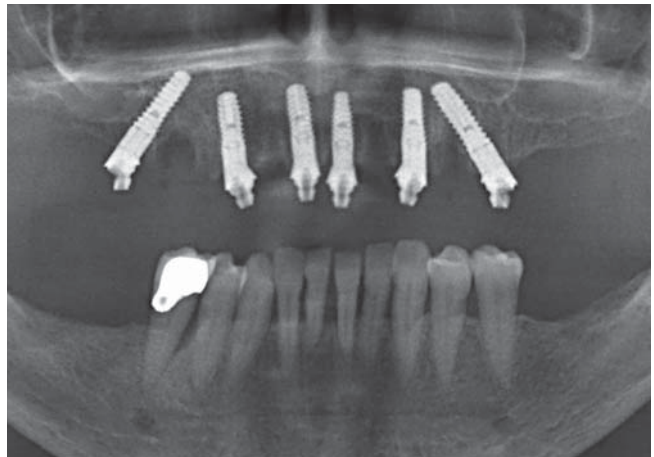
Röntgenkontrolle der Implantate mit den eingesetzten Aufbauten während der Ausarbeitung des Provisoriums
